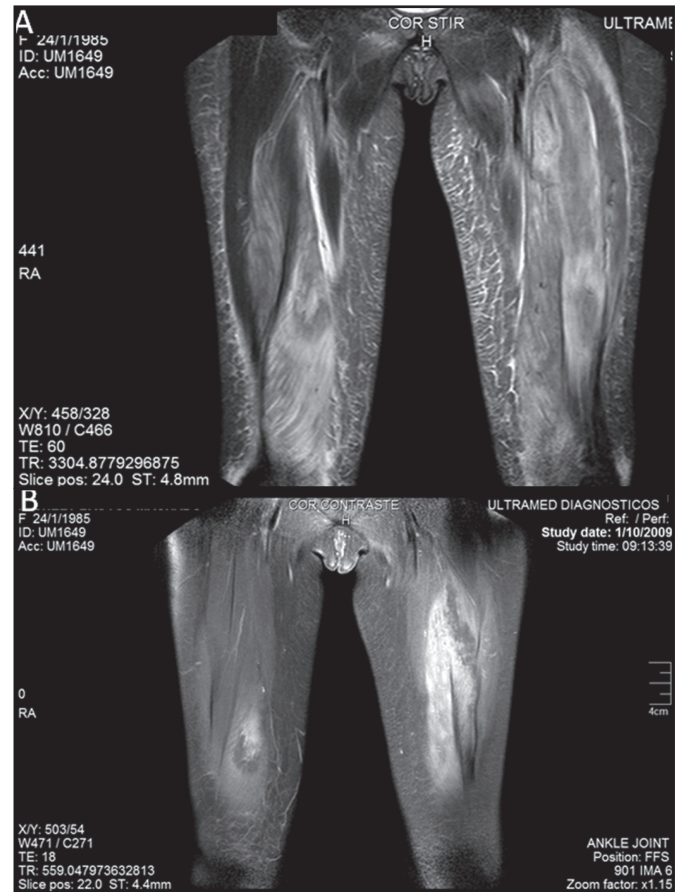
Ressonância nuclear magnética – plano coronal
